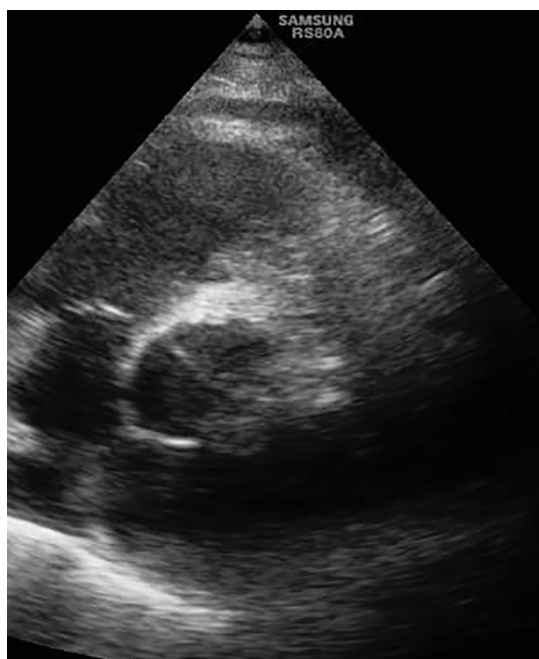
Эхокардиографическое исследование, секторный датчик. Парастеральная позиция по короткой оси на уровне створок аортального клапана. Визуализируются 2 створки с косой линией смыкания.
